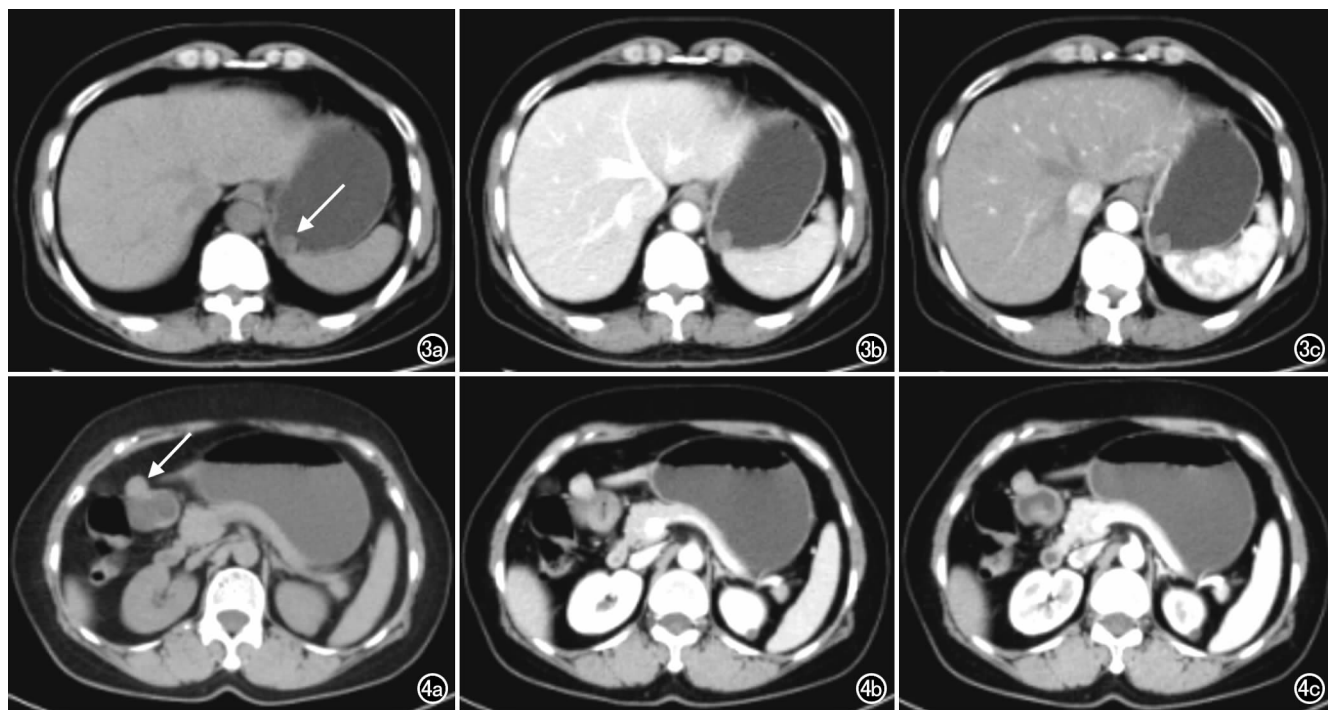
胃间质瘤患者,女,53 岁,腹痛 1 月余。a) CT 平扫示胃底处一类圆形软组织肿瘤,边缘光整,密度均匀,腔内生长(箭),CT 值为 25.5 HU;b) CT 增强扫描动脉期示肿瘤呈均匀强化,CT 值为 58.7 HU;c) CT 增强扫描静脉期示肿瘤进一步强化,CT 值为 64.9 HU。图 4 胃间质瘤患者,男,59 岁,体检发现。a) CT 平扫示胃窦处一卵圆形软组织肿瘤,边缘光整,密度均匀,腔外生长(箭),CT 值为 32.6 HU;b) CT 增强扫描动脉期示肿瘤呈均匀强化,CT 值为 57.9 HU;c) CT 增强扫描静脉期示肿瘤进一步强化,CT 值为 97.4 HU。
